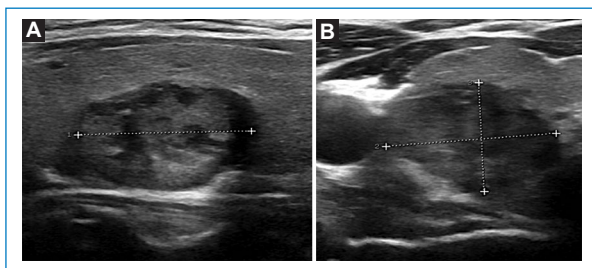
Ecografía, planos sagital y axial. (A y B) NT sólido en diferentes pacientes.
